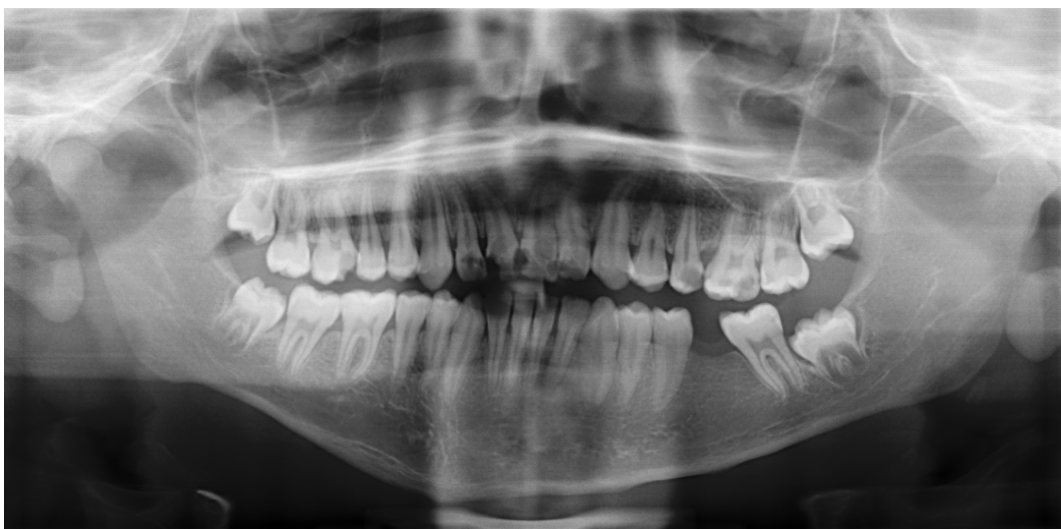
Typisches Orthopantomogramm
